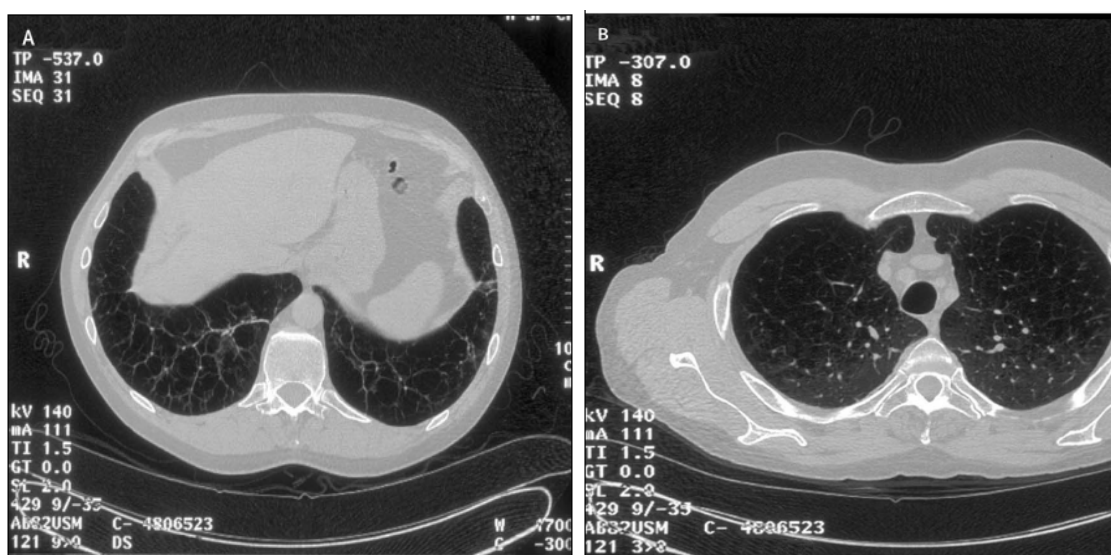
Secções de uma tomografia computadorizada torácica de um paciente com défice de alfa-1 antitripsina com fenótipo ZZ. (A) Corte seccional a nível das bases pulmonares mostra uma alteração enfisematosa mais pronunciada que ao nível do ápice do pulmão (B) (Retirado de *Stoller & Aboussouan, 2005*).
